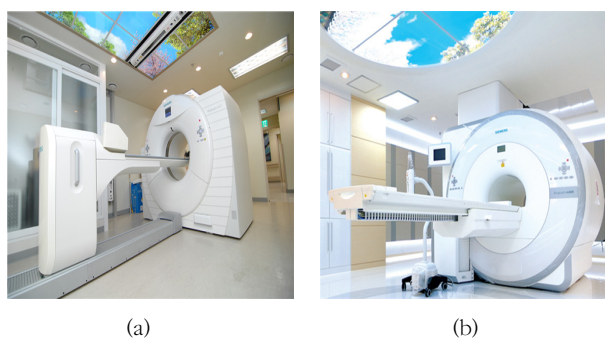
^{18}F -FDG (5.18 MBq/kg) was injected and they were scanned continuously without delaying time using Biograph mCT 64(a) and Biograph™ mMR 3T(b).
